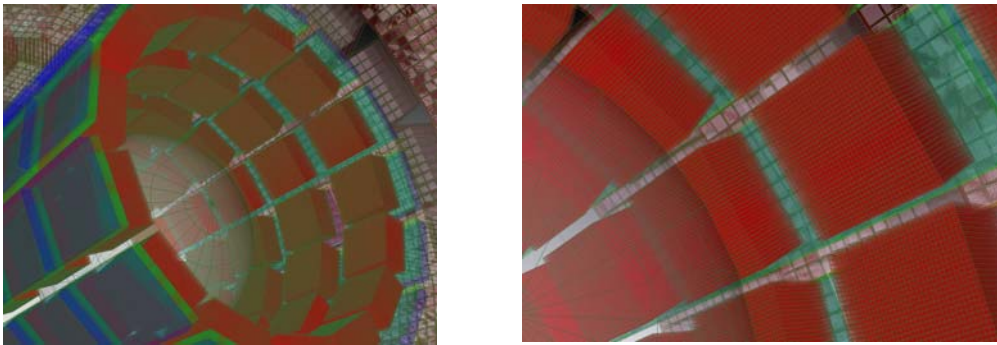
Detalle de la geometría del CZT utilizada en la simulación ideal con GAMOS del sistema Compton-PET, “ClearPET-CZT”.
